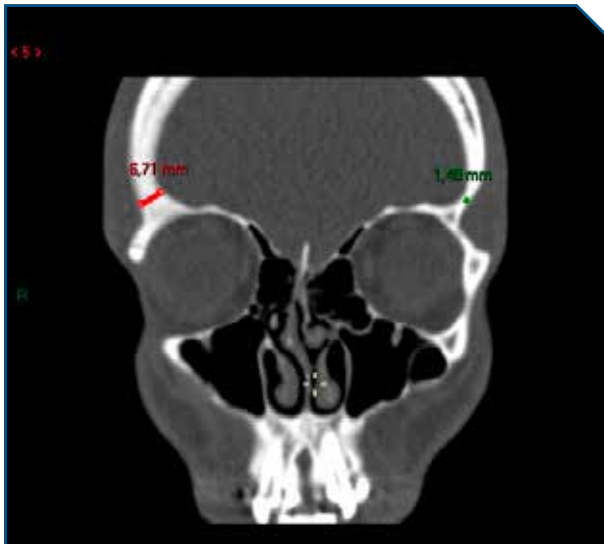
CT-scanner cérébral : épaississement de la corticale de l'os frontal droit
